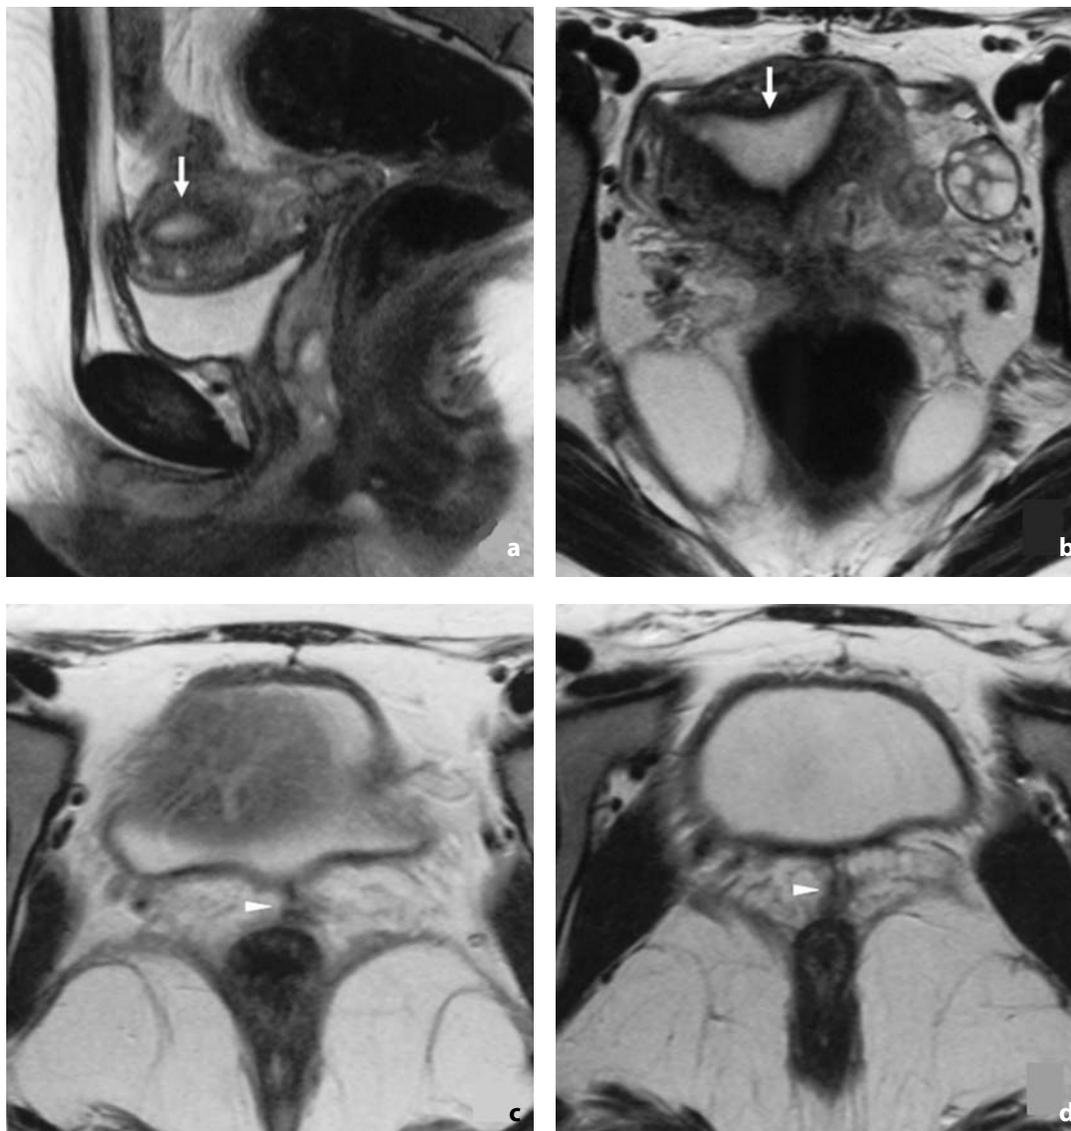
Atresia vaginale. Le scansioni RM T2 pesate sul piano sagittale (a) ed assiale (b-d) mostrano ristagno di secreti nella cavità uterina (freccia); il tratto vaginale atresico è rappresentato da una struttura tubuliforme ipointensa (punta di freccia)
